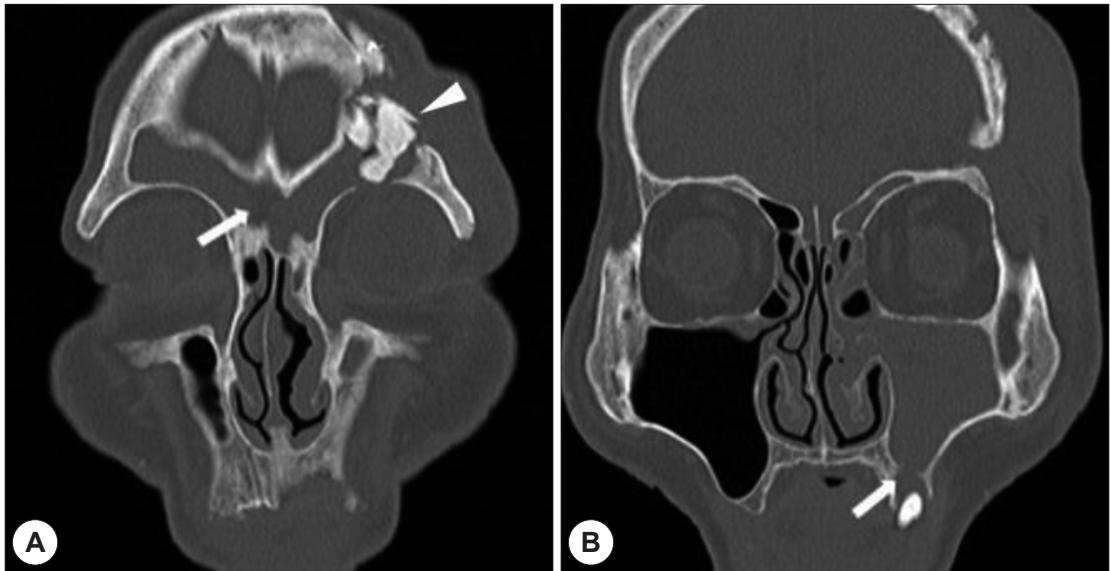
Coronal imaging of the non-enhanced paranasal sinus computed tomography. Artificial bone fragments (white arrow head) in left frontal sinus and communication between the both frontal sinuses (white arrow) (A). Osteolytic lesion in right maxillary alveolar bone around the molar tooth (white arrow) (B).
